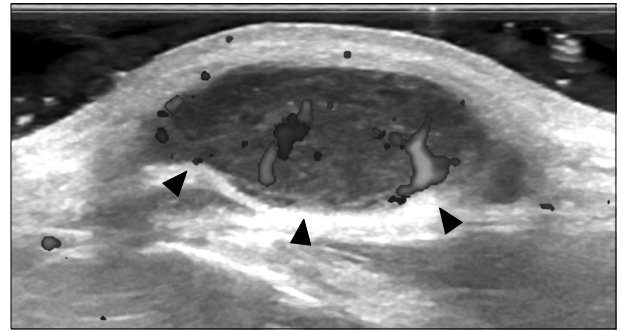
Ultrasonographic image showing a hypoechoic lobulated mass, with 2.2×2.4×0.8 cm size and inner vascularity (arrowheads).
